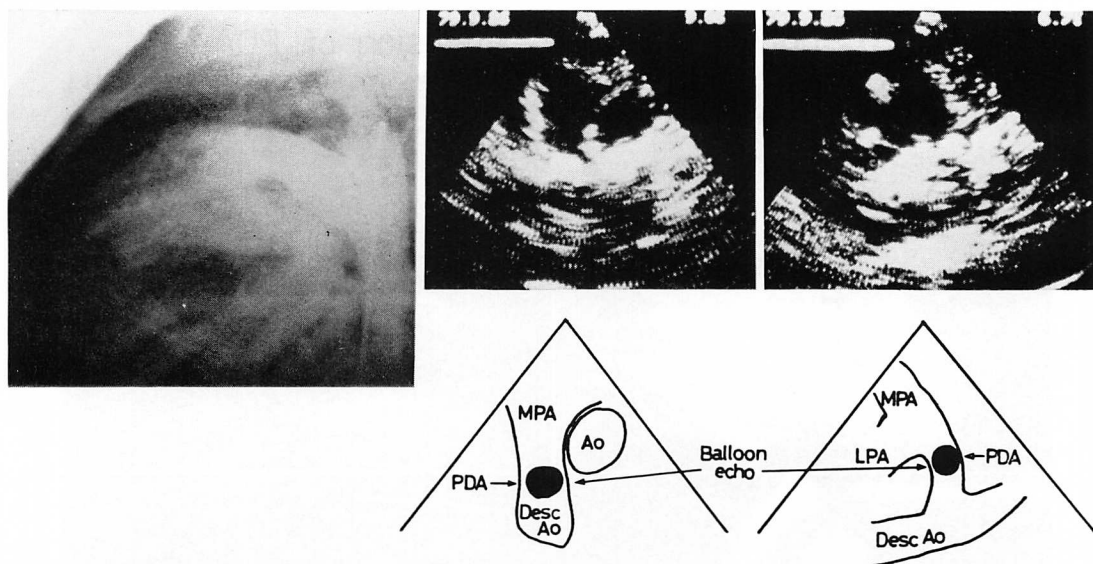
The identification of the PDA at the horizontal and sagittal sections by cross-sectional echocardiography (Case 2).
